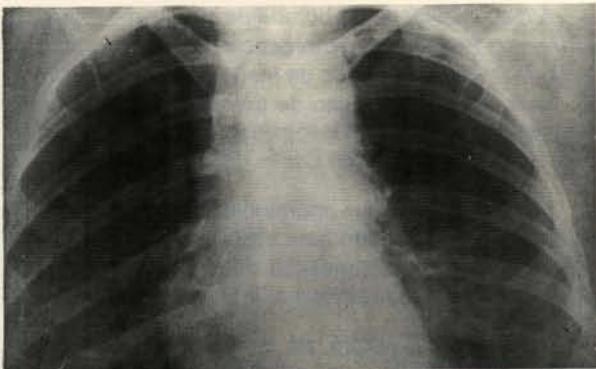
Radiografia do tórax pré-operatório. Discreto alargamento do mediastino com borramento do botão aórtico, deslocamento da veia cava superior para a direita e do brônquio fonte esquerdo em sentido caudal. Ausência de hemotórax e de fraturas de arcos costais.
